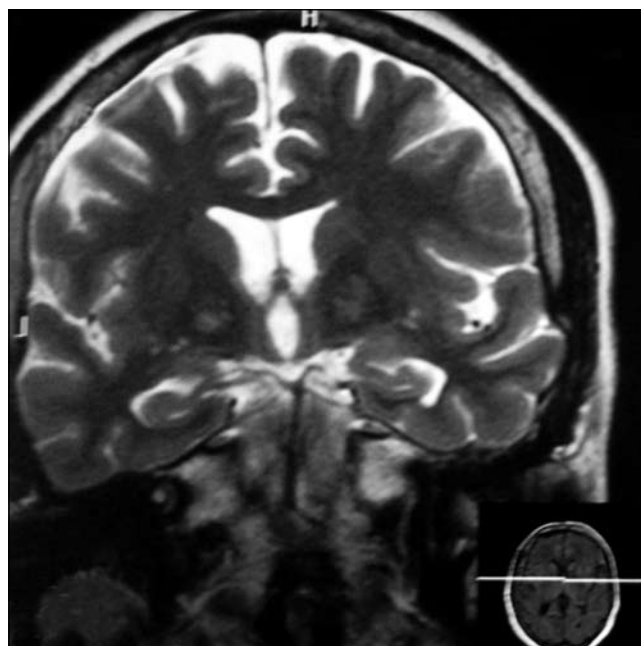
МРТ головного мозга больного Г., 9 лет. Фронтальная проекция, T2-ВИ.
